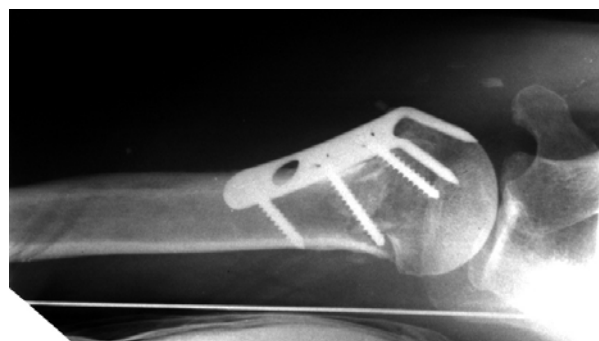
Фотоотпечаток с рентгенограммы левого плечевого сустава больного Ш. 46 лет, И/Б №61362 после операции, аксиальная проекция.
